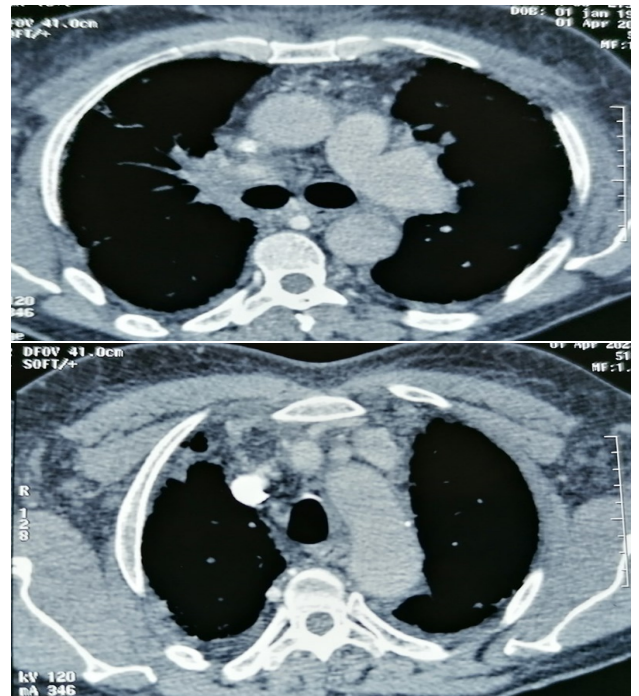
ET 4. TDM thoracique montrant un complexe gangliotumoral médiastino-hilaire droit avec atélectasie sous-segment du segment ventral du lobe supérieur droit.
